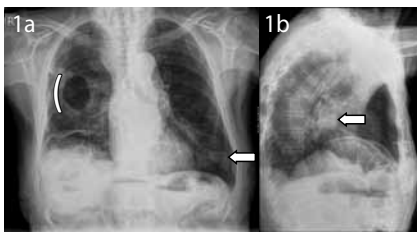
Chest X-ray. Posteroanterior view (1a) shows a lung cavity with thick walls and smooth internal wall outline on the right middle lung field (*bracket*). The cavity is not depicted on the lateral view (1b). A nodule in the left lower lobe (*horizontal arrow*) and high position of intestine can also be seen.
